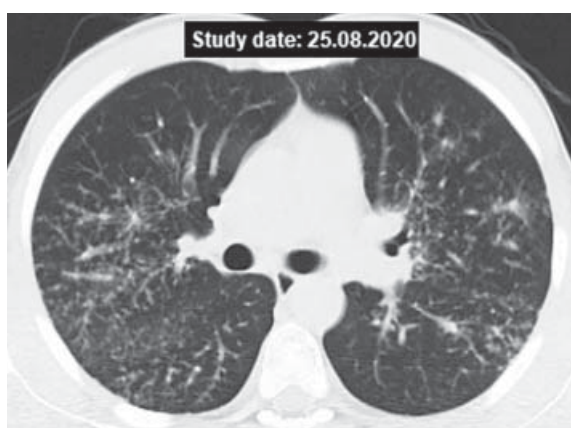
КТ ОГП пацієнта Х., аксіальний зріз на рівні головних бронхів: помірна мікровузликова дисемінація переважно вздовж бронхосудинних пучків.
